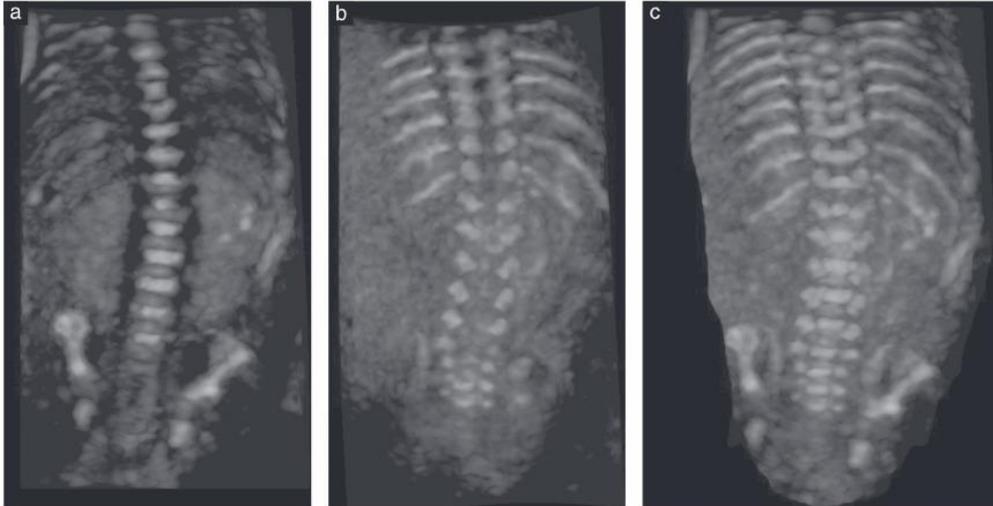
Renderização 3D de superfície da coluna fetal com 22 semanas: cortes coronais. Estas imagens foram obtidas com ultrassonografia 3D do mesmo bloco de volume ultrassonográfico, utilizando diferentes angulações e espessuras do feixe de ultrassom: (a) feixe fino orientado através dos corpos vertebrais; (b) mesmo feixe orientado posteriormente para demonstrar os arcos vertebrais posteriores; (c) feixe de ultrassom espesso utilizado para demonstrar simultaneamente os três centros de ossificação.
